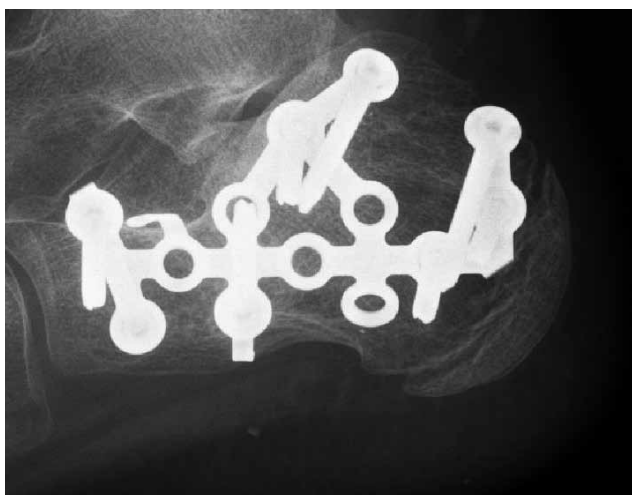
Pooperační CT patní kosti, horizontální rekonstrukce.
